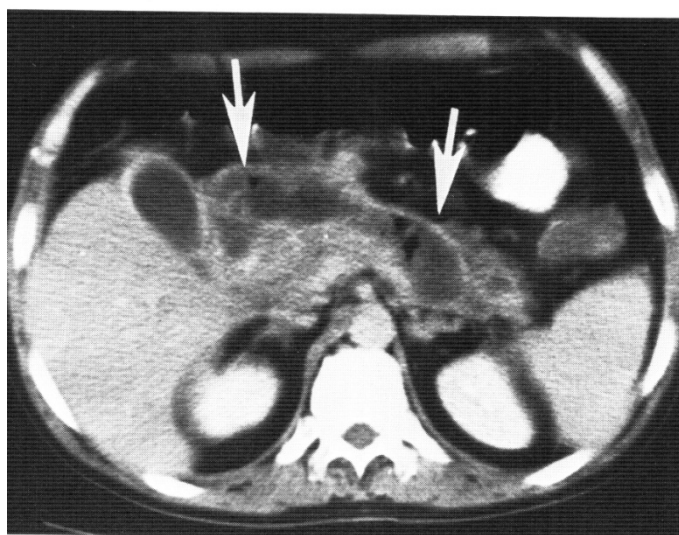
Комп'ютерна томограма: флегмона заочеревинної клітковини з наявністю пухирців повітря
